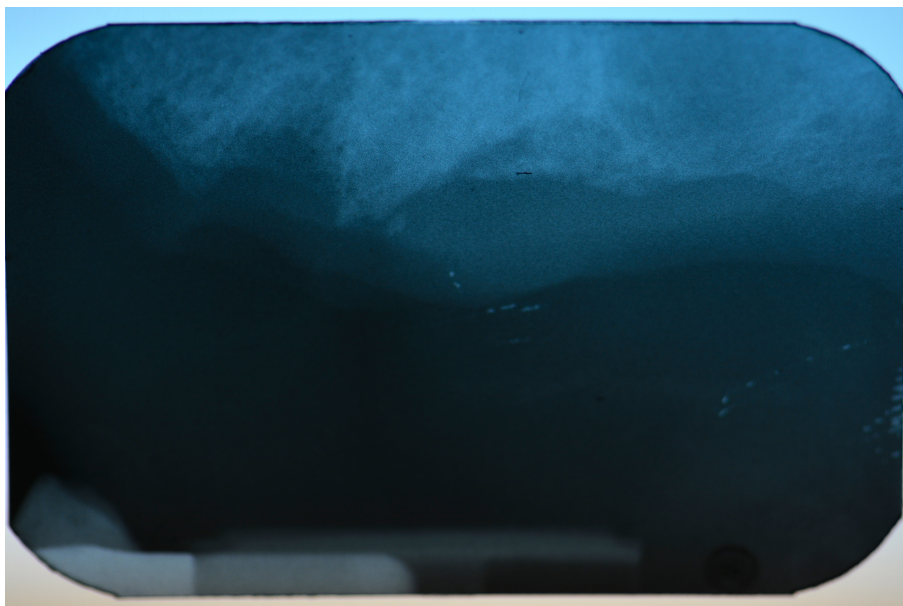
Radiografia periapical após exodontia do 23 e 24
